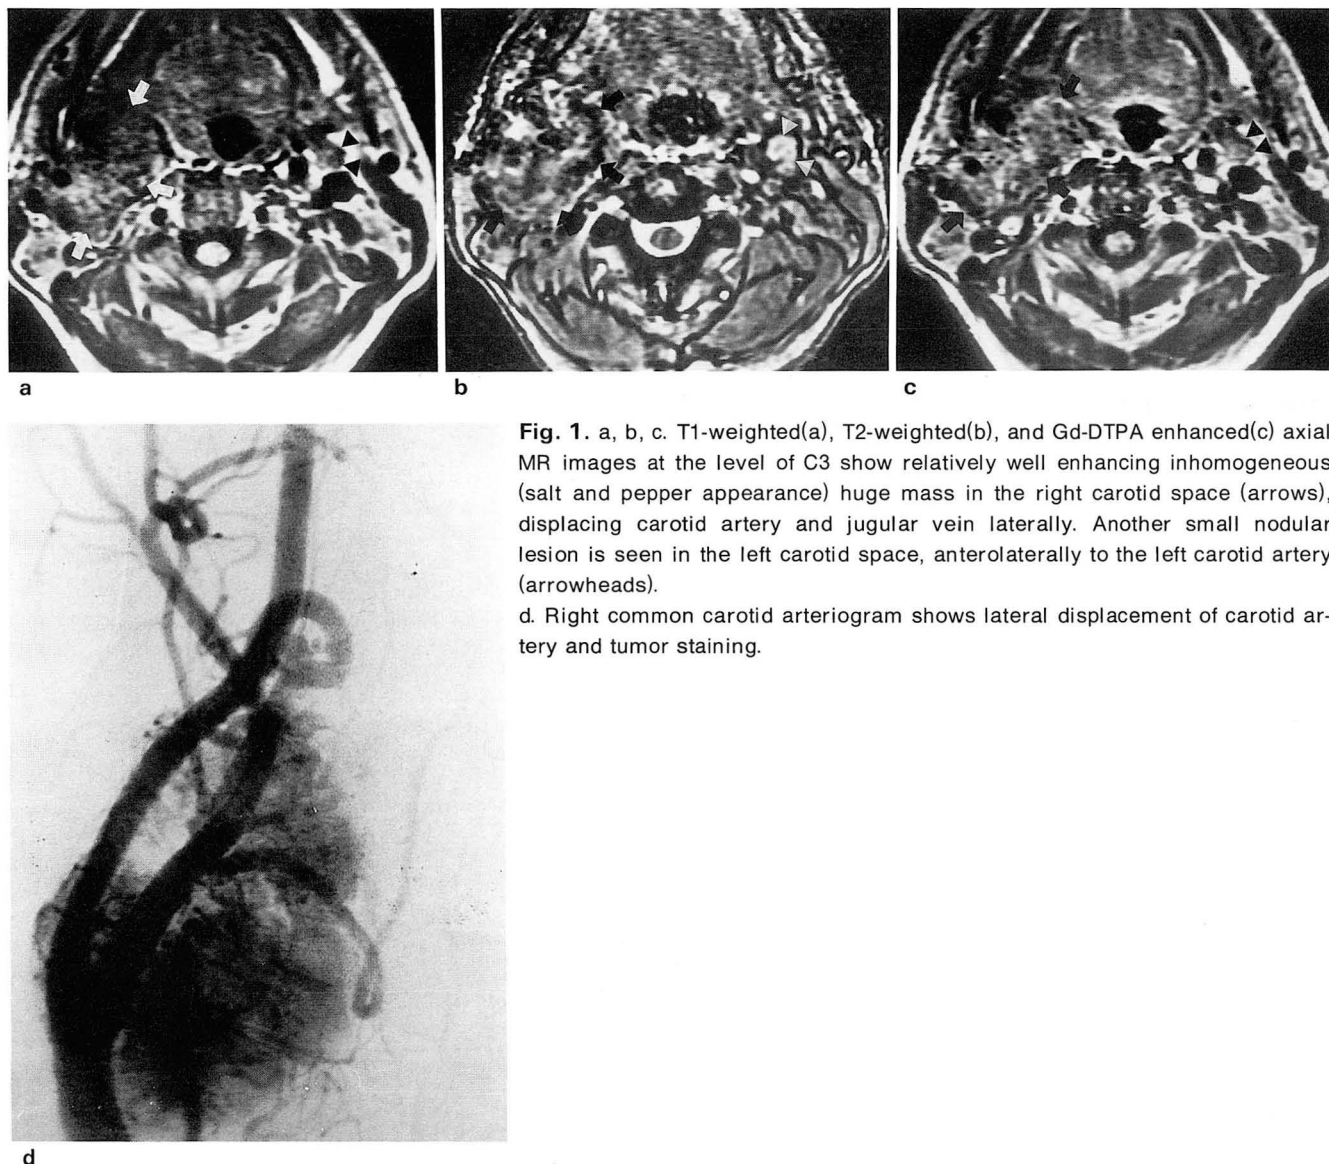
a, b, c. T1-weighted(a), T2-weighted(b), and Gd-DTPA enhanced(c) axial MR images at the level of C3 show relatively well enhancing inhomogeneous (salt and pepper appearance) huge mass in the right carotid space (arrows), displacing carotid artery and jugular vein laterally. Another small nodular lesion is seen in the left carotid space, anterolaterally to the left carotid artery (arrowheads).
